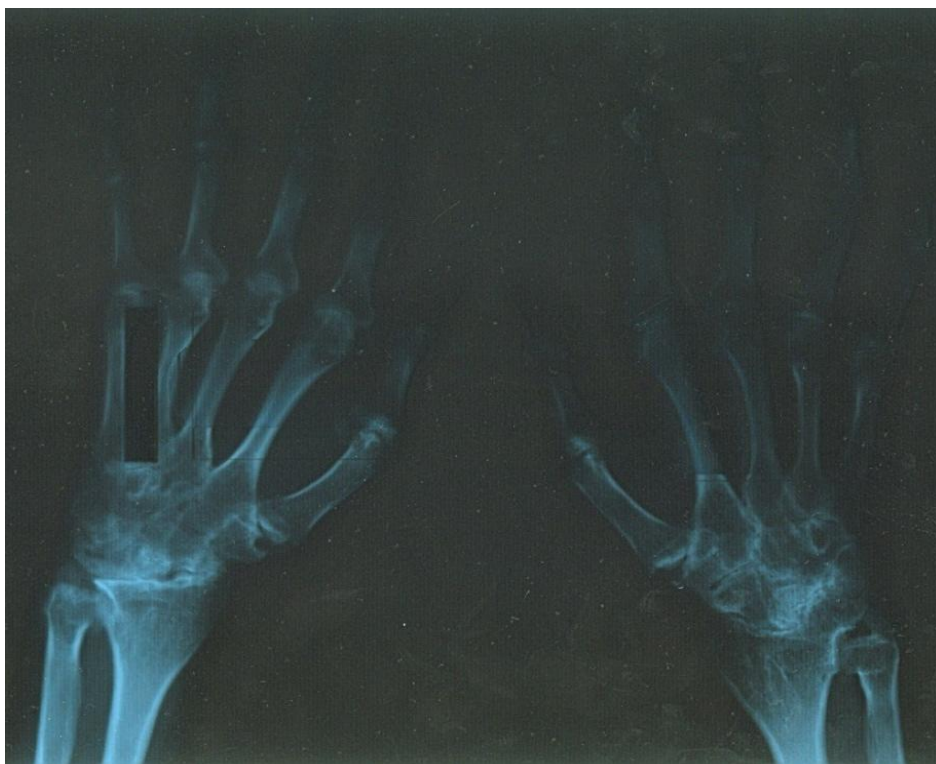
Radiografia corespunzătoare demonstrează: leziuni osteoerozive distructive la nivelul carpului, microgeode subcondrale la nivelul carpului, eroziuni marginale la nivelul MCF și IFP, îngustarea spațiilor articulare, demineralizare periarticular
